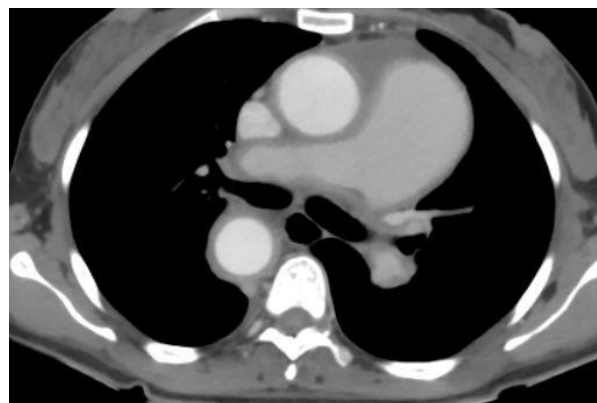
Angiotomografia de tórax.
